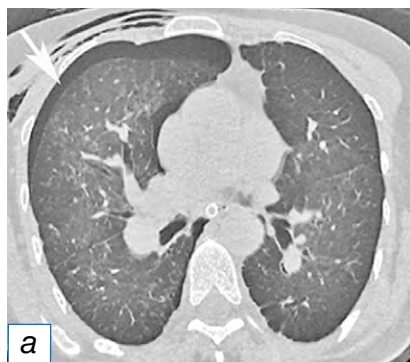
Пациентка А., 53 года. Компьютерная томограмма грудной полости: а — скопление воздуха в правой плевральной полости (стрелка), эмфизема мягких тканей передней грудной стенки; б — скопление воздуха в правой плевральной полости (стрелка), эмфизема мягких тканей передней грудной стенки; снижение воздушности паренхимы левого лёгкого по типу матового стекла, обусловленное реэкспансивным отёком (головка стрелки).
